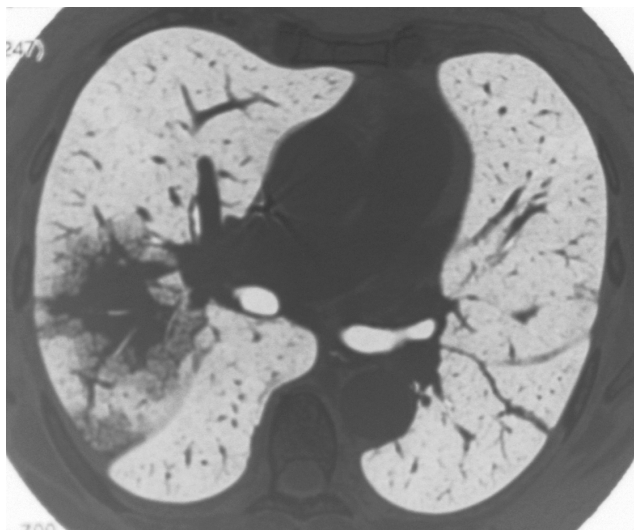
Aspergilosis angioinvasiva. Signo del halo. Tomografía axial computarizada de alta resolución en campos medios pulmonares que muestra una lesión nodular con una imagen de halo alrededor.
